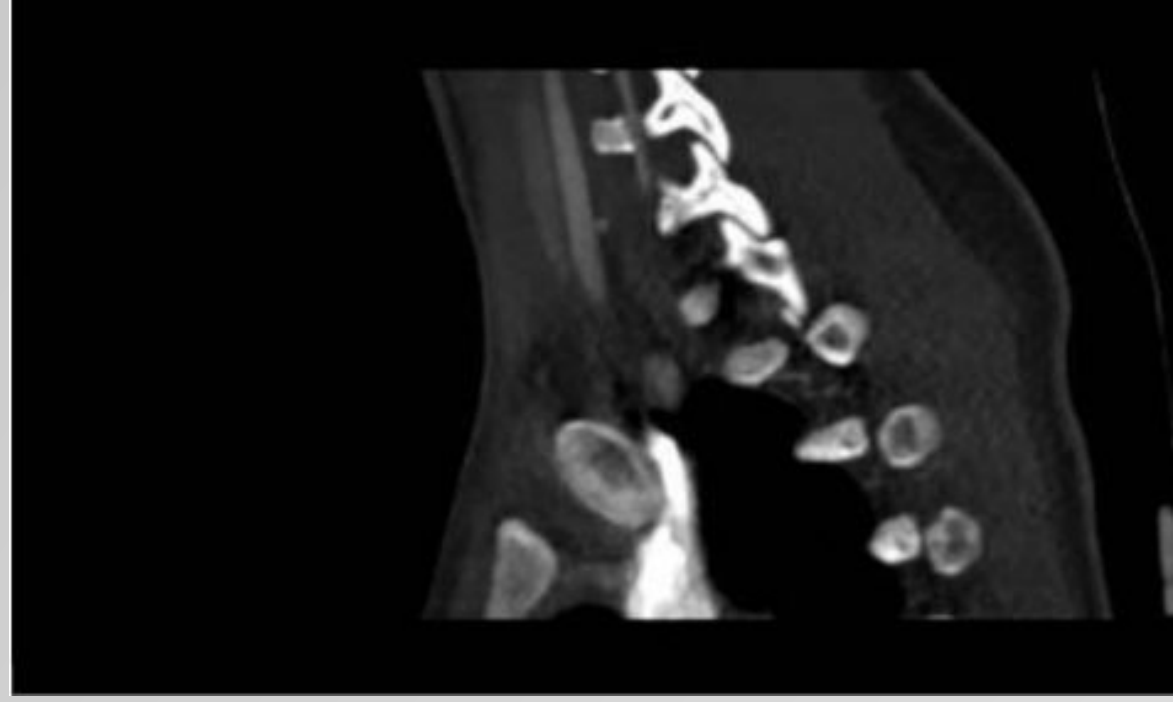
Corte sagital y axial de TC con contraste donde se observa desplazamiento posterior de región proximal de clavícula derecha y su estrecha relación con vena braquiocefálica.
